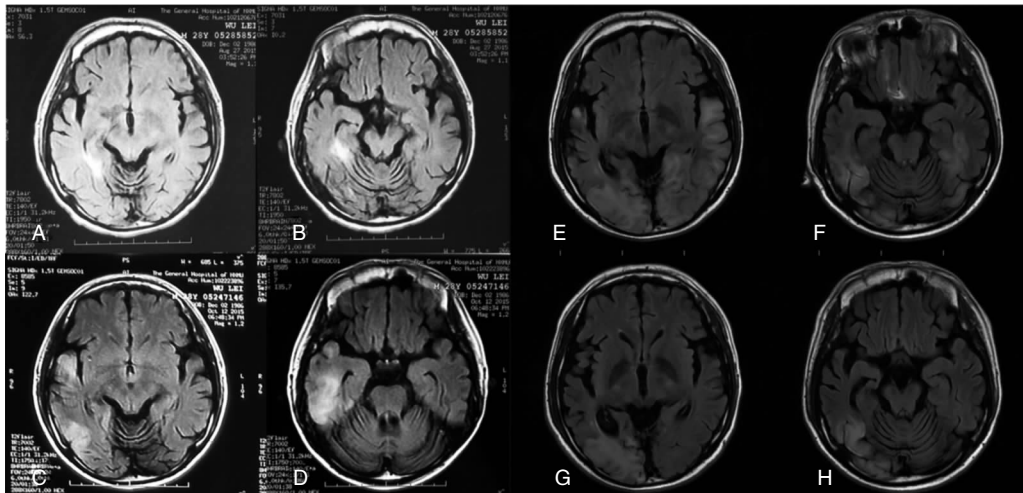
患者颅脑MRI及T<sub>2</sub>FLAIR序列检查,图像显示病灶为分布在额叶、顶叶、枕叶广泛的T<sub>2</sub>FLAIR高信号,以皮质下白质为主,病变呈动态变化。A和B:时间为2015-08-11;C和D:时间为2015-09-17;E和F:时间为2015-11-10;G和H:时间为2015-12-20。
